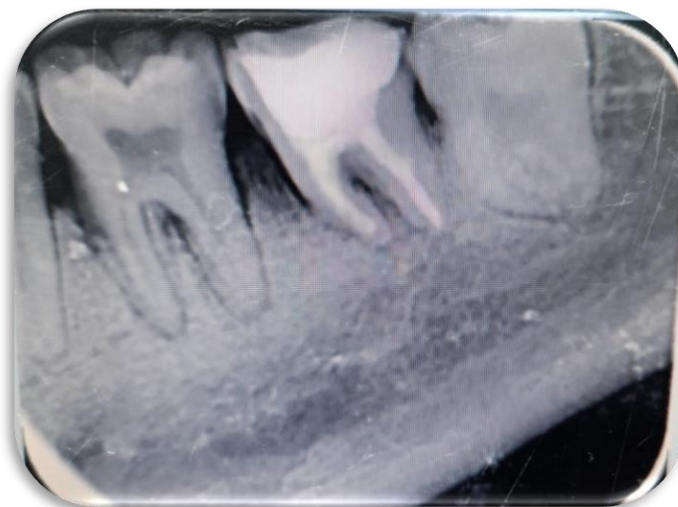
Radiografía final. Fuente: Sofía Pastrano.
